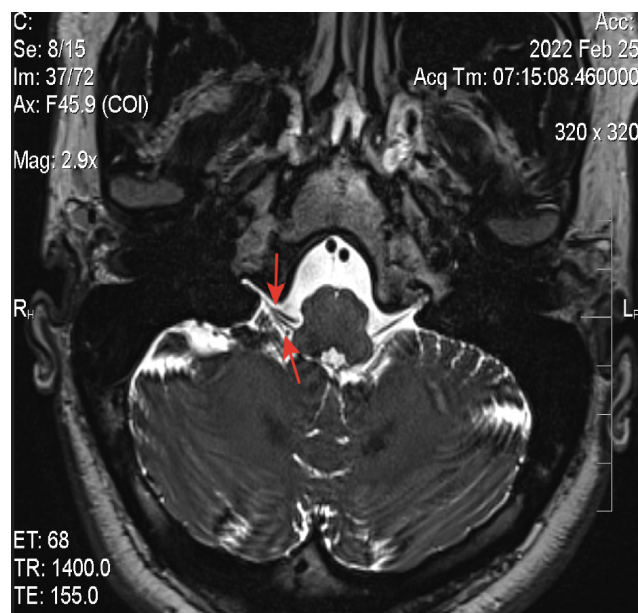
МРТ задней черепной ямки, T2-ВИ. На уровне входа в яремное отверстие IX, X пар ЧН визуализируется дополнительная сосудистая «петля», образованная ветвью задней нижней мозжечковой артерии, которая соприкасается с указанными нервными корешками, несколько деформируя линейный ход указанных нервов, а также сеть венозных сосудов в этой зоне (указано стрелками). Ход остальных нервных корешков не нарушен, их структура не изменена
